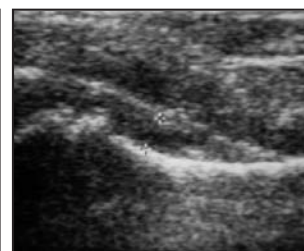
Ecografia de maluc: vessament articular.
